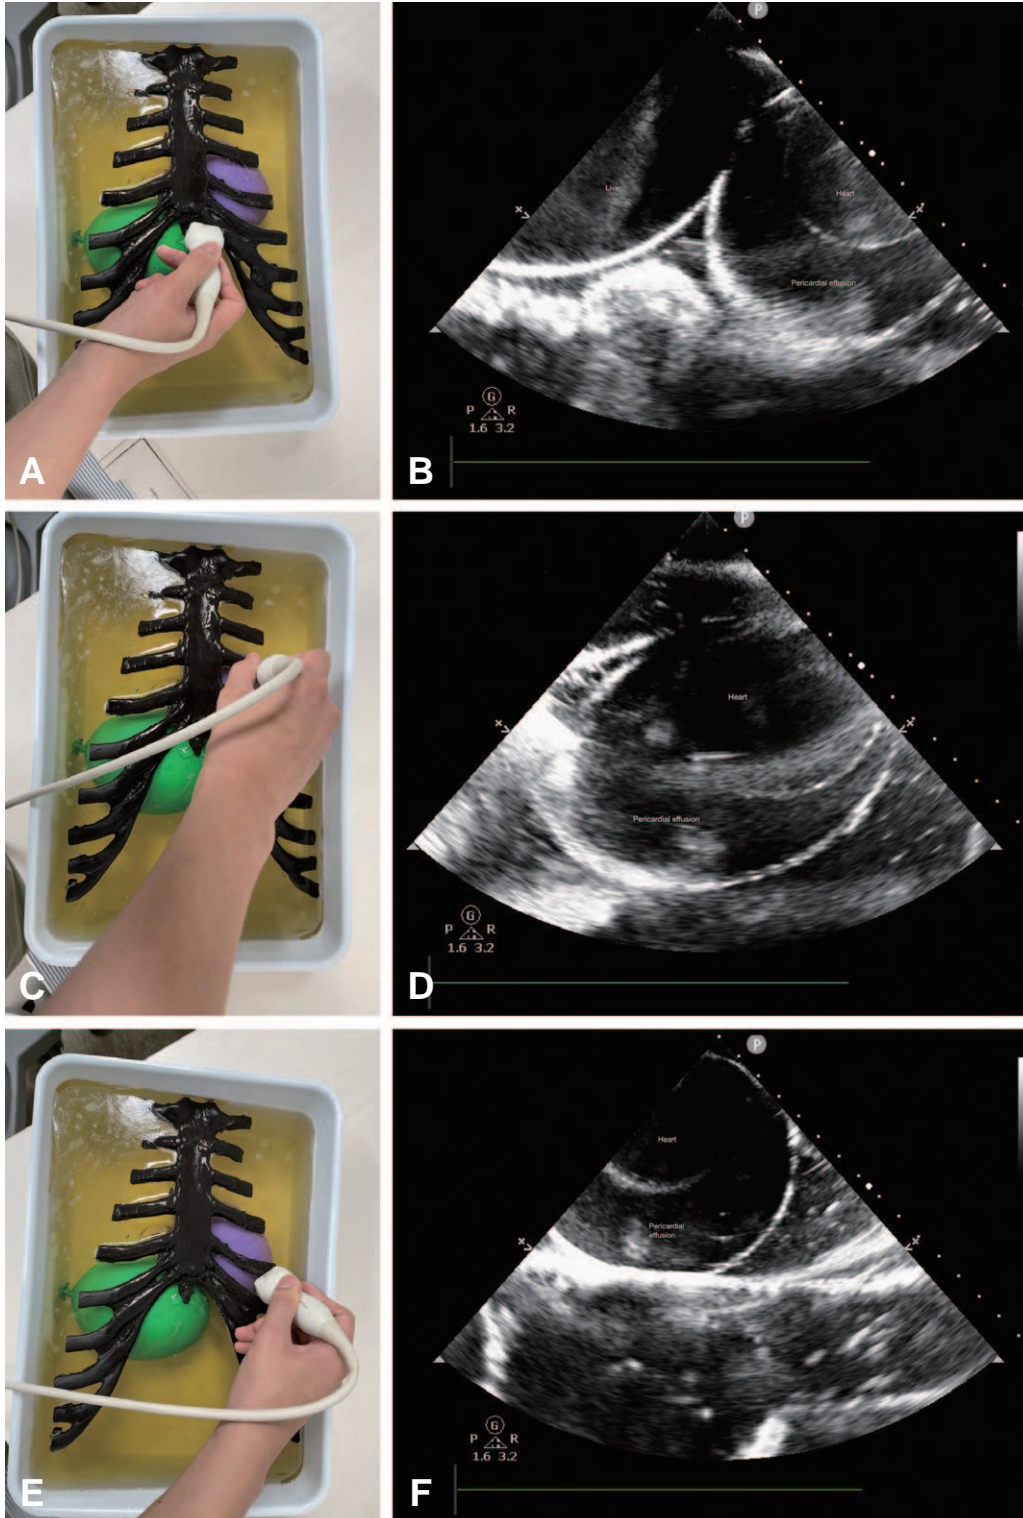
(A, B) Subxiphoid approach and the ultrasonography view. (C, D) Parasternal approach and the ultrasonography view. (E, F) Apical approach and the ultrasonography view.
